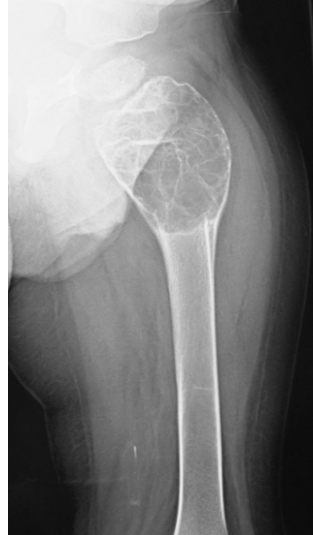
Radiographie de la cuisse gauche de face : Kyste osseux anévrismal. Lésion lytique métaphysaire du fémur proximal, multiloculée, soufflant la corticale sans rupture.
